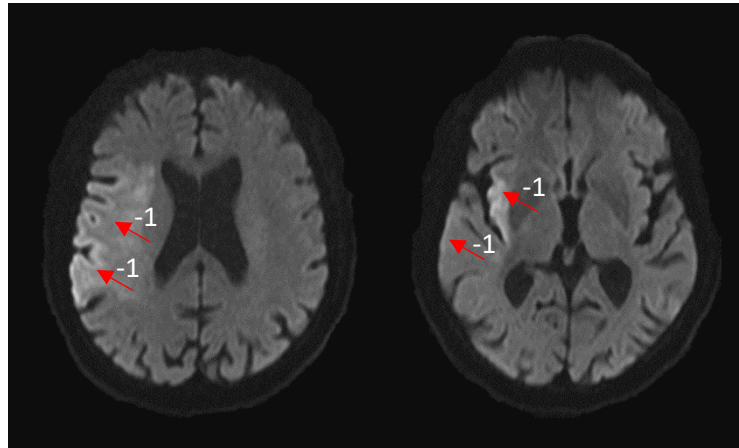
calcul du score ASPECTS chez notre patient où il existe un hypersignal insulaire et des secteurs corticaux M5 ; M6 et M2 (très discret mais visible : le score ASPECTS est donc calculé à $10 - 4 = 6$
